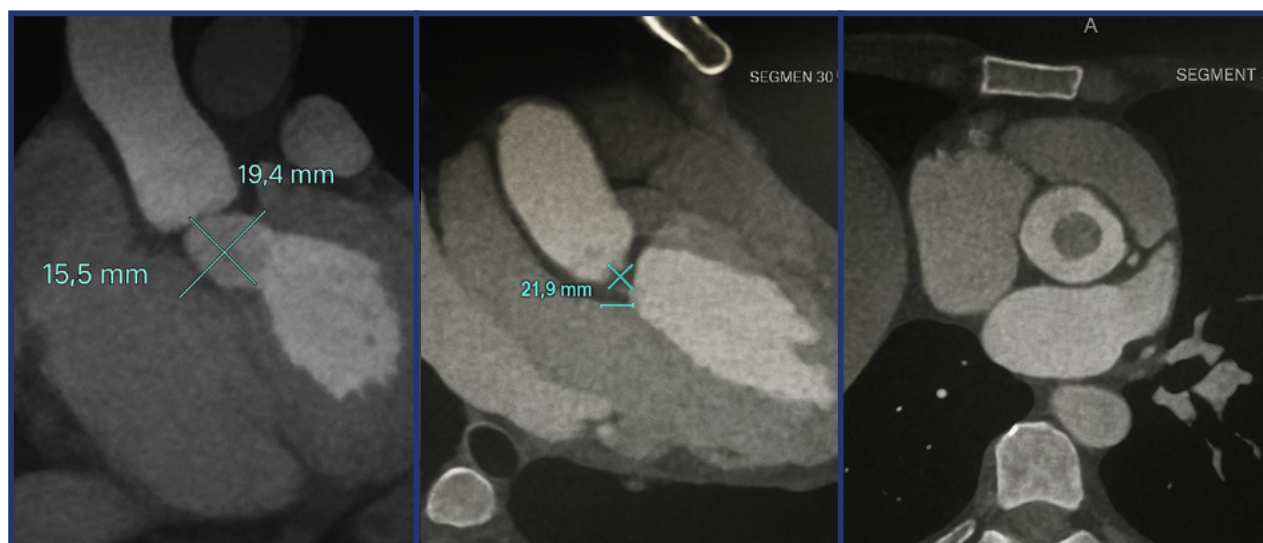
Angiotomografía de tórax donde se observa una masa de densidad heterogénea.
